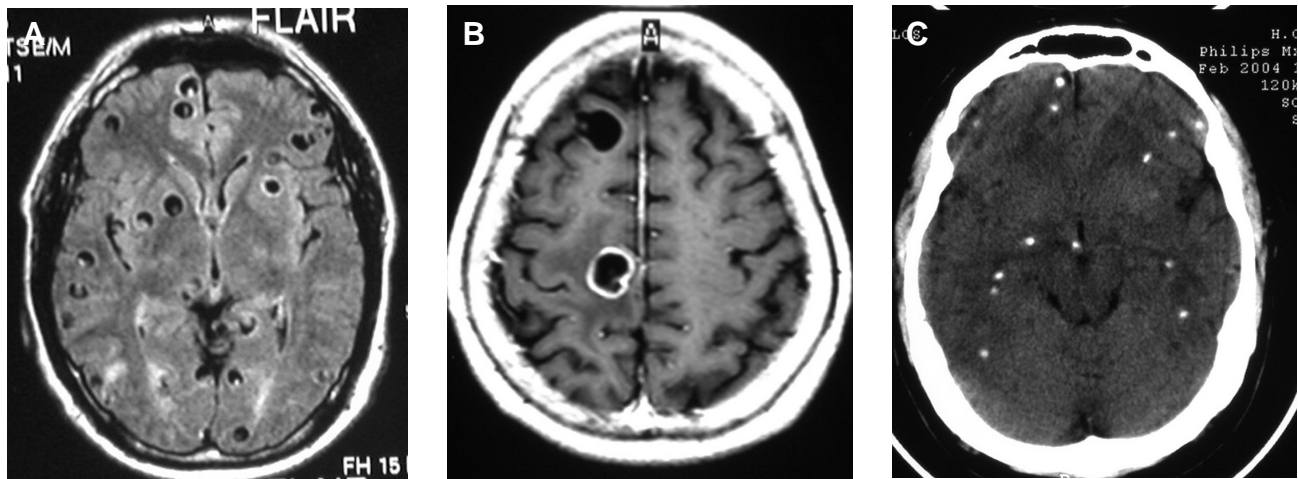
Aspecto de cisticercos parenquimatosos en estudios de neuroimagen. (A) RM cerebral (proyección axial): quistes vesiculares. (B) RM cerebral (proyección axial): quistes coloidales. (C) TC cerebral: calcificaciones.
